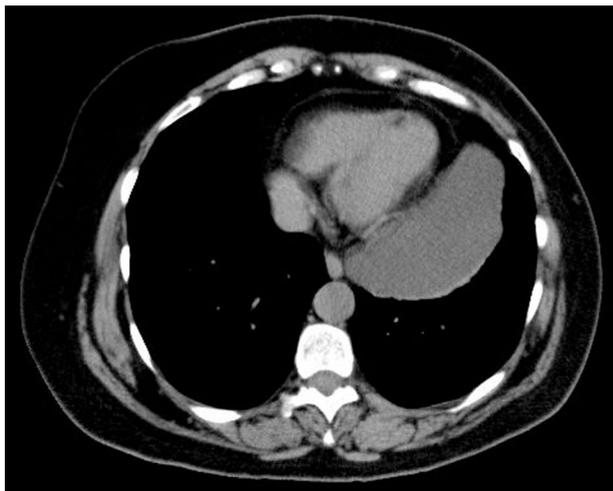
TAC torácica: masa mediastínica anterior y lateral izquierda que se extiende desde el cayado aórtico hasta el diafragma, sin signos infiltrativos y con densidad próxima a la del agua. Dimensiones: 111 mm anteroposterior, 58 mm transversal y 167 mm vertical.
